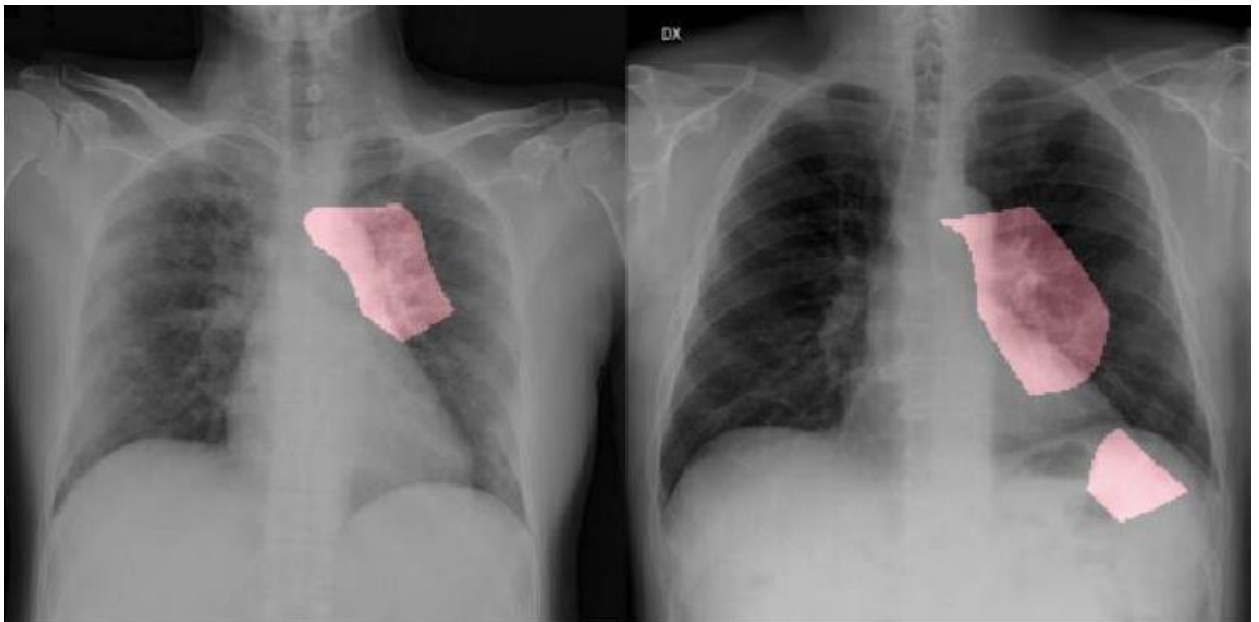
Результати опрацювання рентгенограм з використанням ANN
